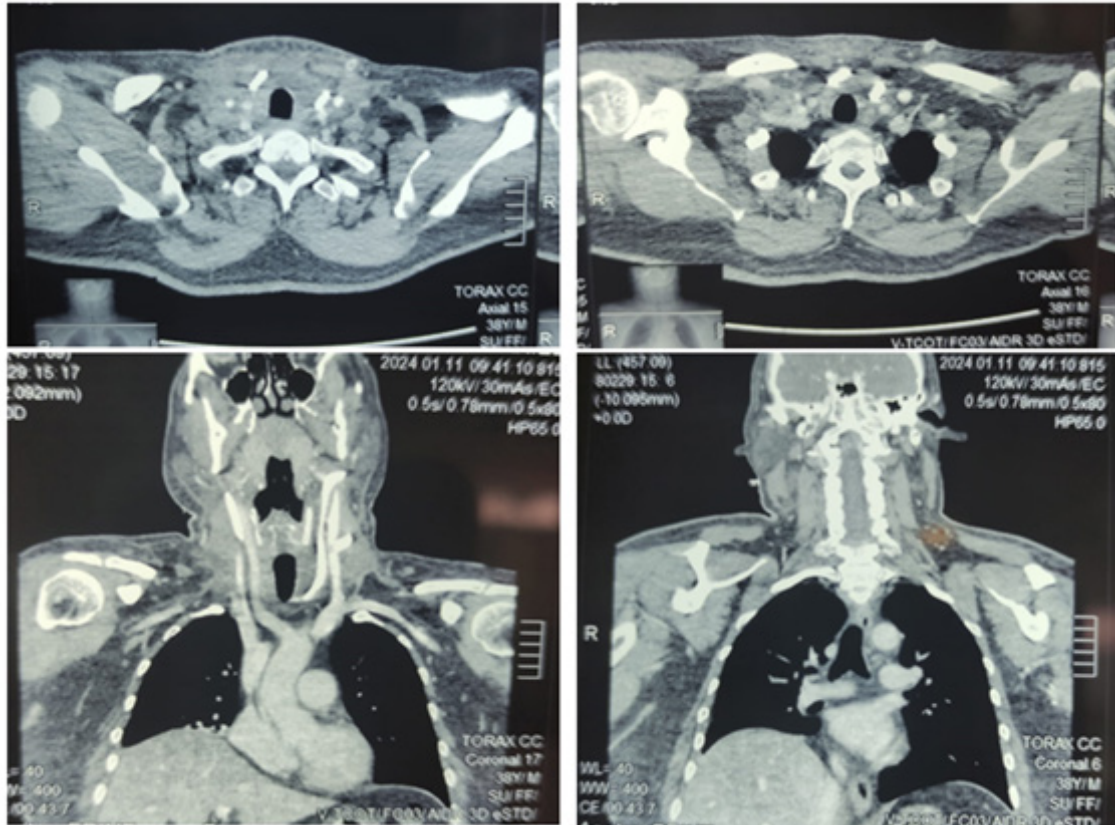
Tomografía axial computarizada de región cervical y tórax
